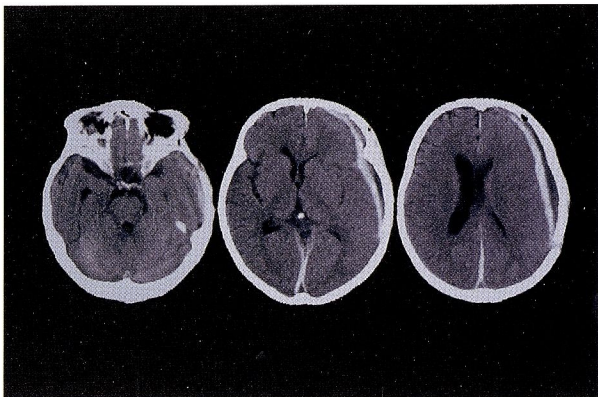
Case 1: CT scan showing a thin left acute subdural hematoma.
